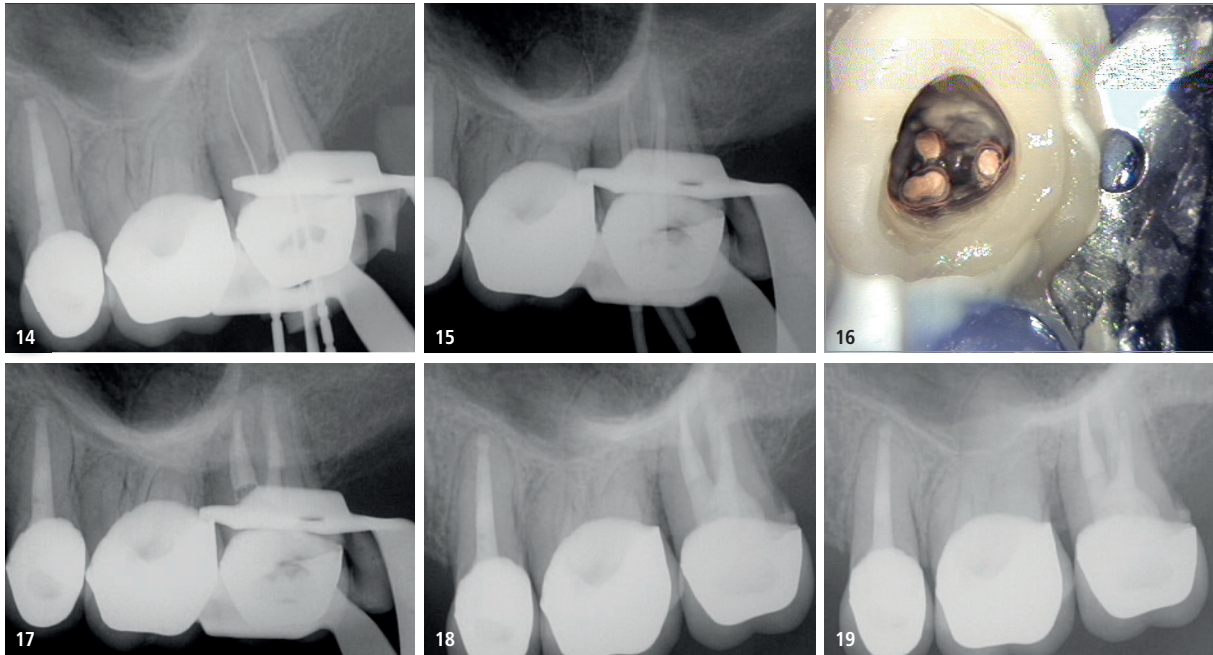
Röntgenmessaufnahme Zahn 27. – Abb. 15: Röntgenkontrolle Zahn 27 mit MTA-Plug und Guttapercha-Masterpoints. – Abb. 16: Klinisches Foto der Wurzelfüllungen Zahn 27. – Abb. 17: Röntgenkontrolle WF Zahn 27. – Abb. 18: Röntgenkontrolle Zahn 27 nach Verschluss. – Abb. 19: Röntgenkontrolle Zahn 25 und 27 nach zwölf Monaten.
